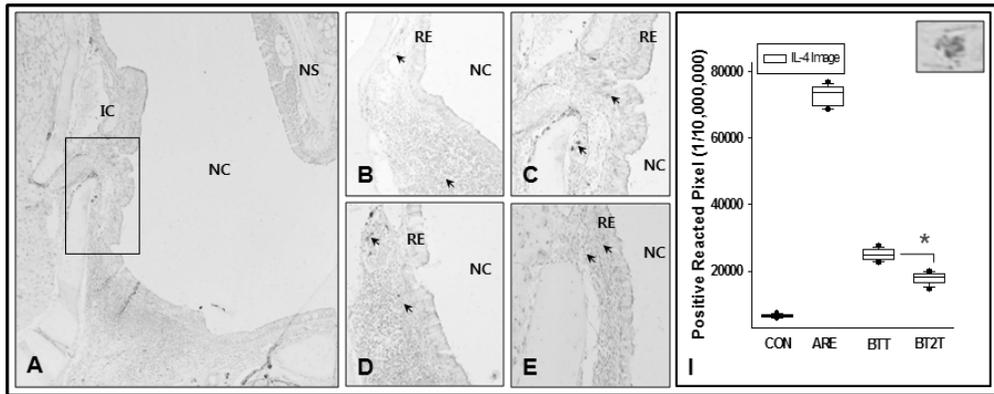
The regulation of Th2 differentiation by BT.
